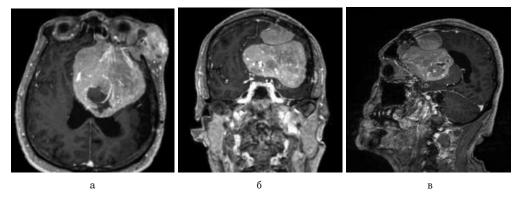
МРТ головного мозга Т1 ВИ с контрастированием до операции в аксиальной (a), фронтальной (b) и сагиттальной (b) проектиях
